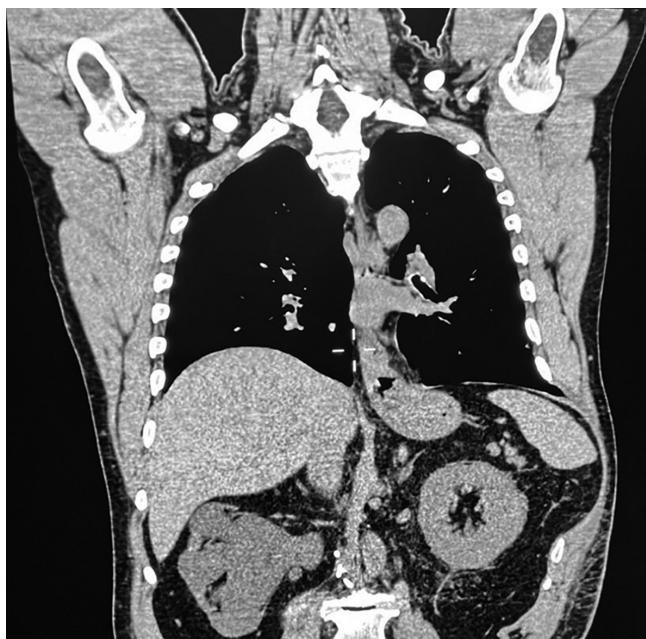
Corte coronal de tomografía computarizada que evidencia protrusión del bazo a través del defecto intercostal entre la novena y décima costillas izquierdas, compatible con hernia intercostal abdominal.
